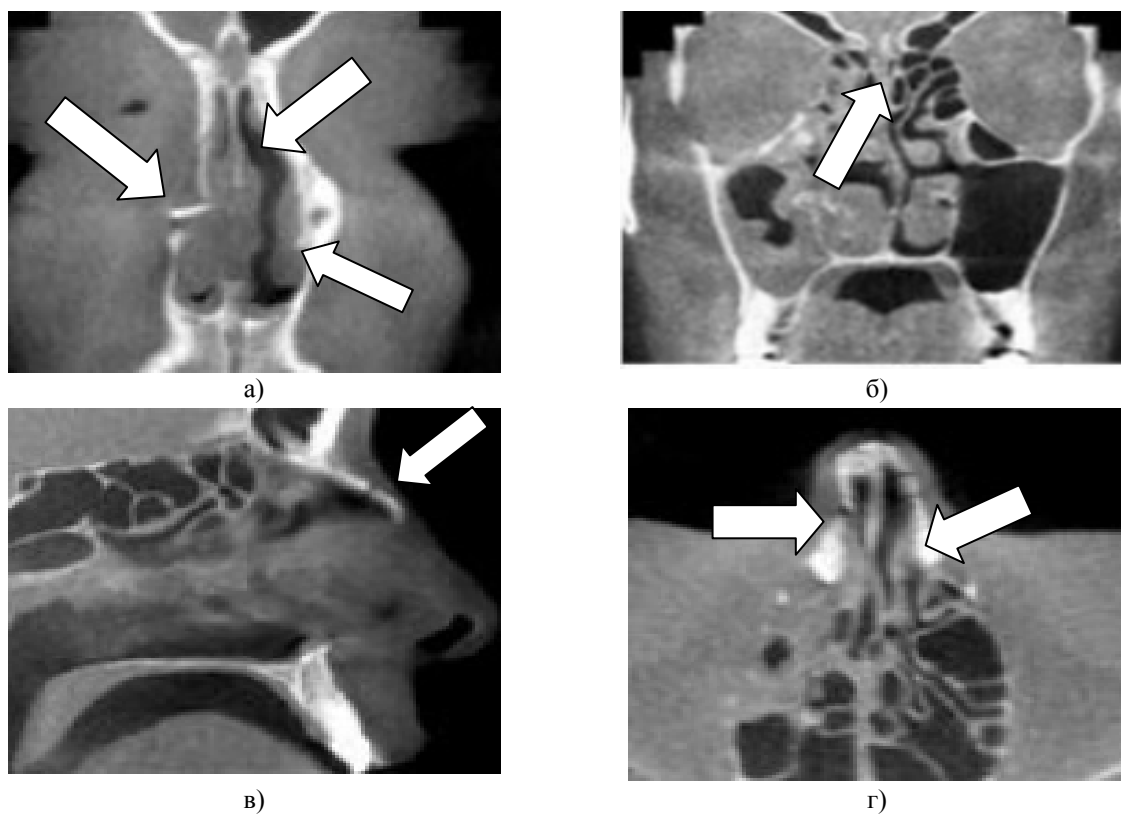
Конусно-лучевые компьютерные томограммы (КЛКТ) лицевого отдела черепа, в прямой (а, б) и аксиальной (в, г) проекциях
